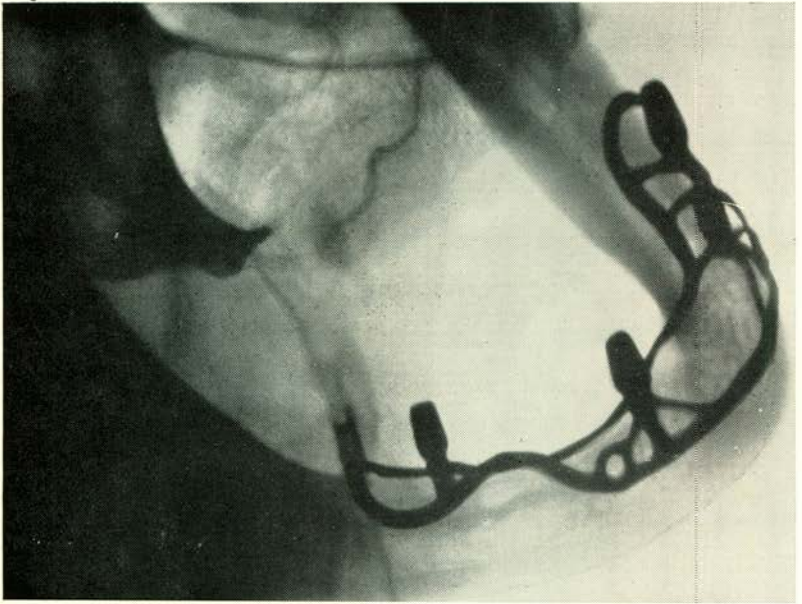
A: Patiënt C. Röntgenfoto onmiddellijk na de operatie
